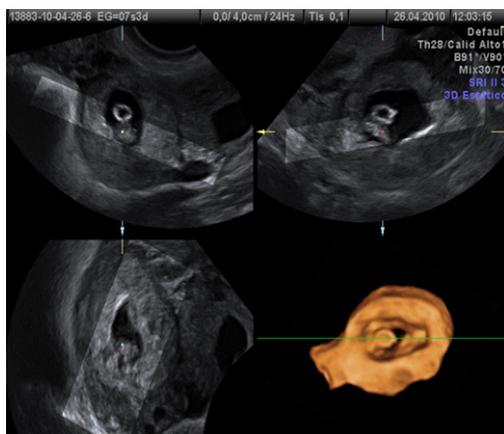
Ecografía transvaginal 3D de masa anexial.
